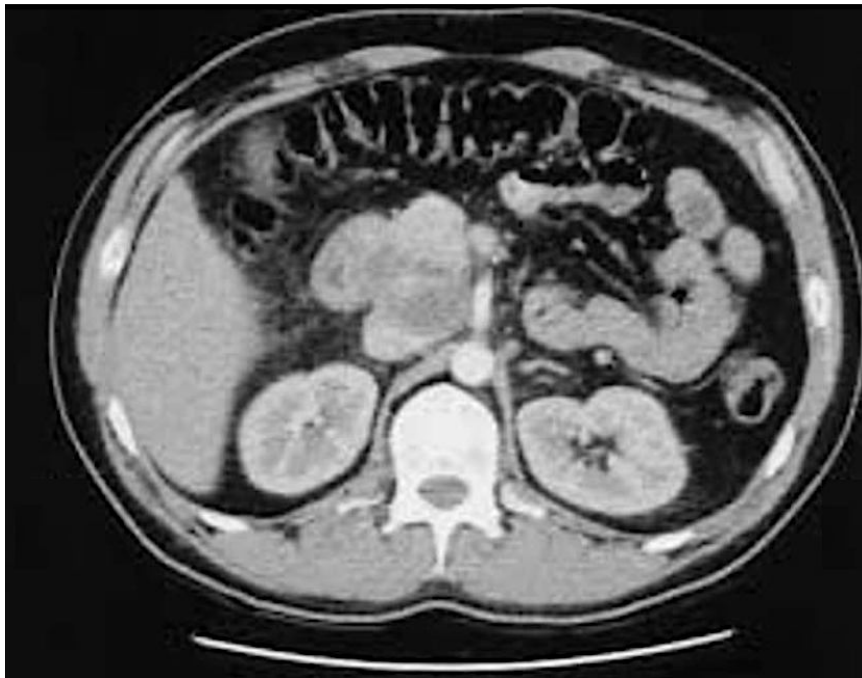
Coupe axiale d'une TDM abdominale après injection du PDC montrant une masse hypo dense de la tête du pancréas avec envahissement de la veine cave inférieure [56].
